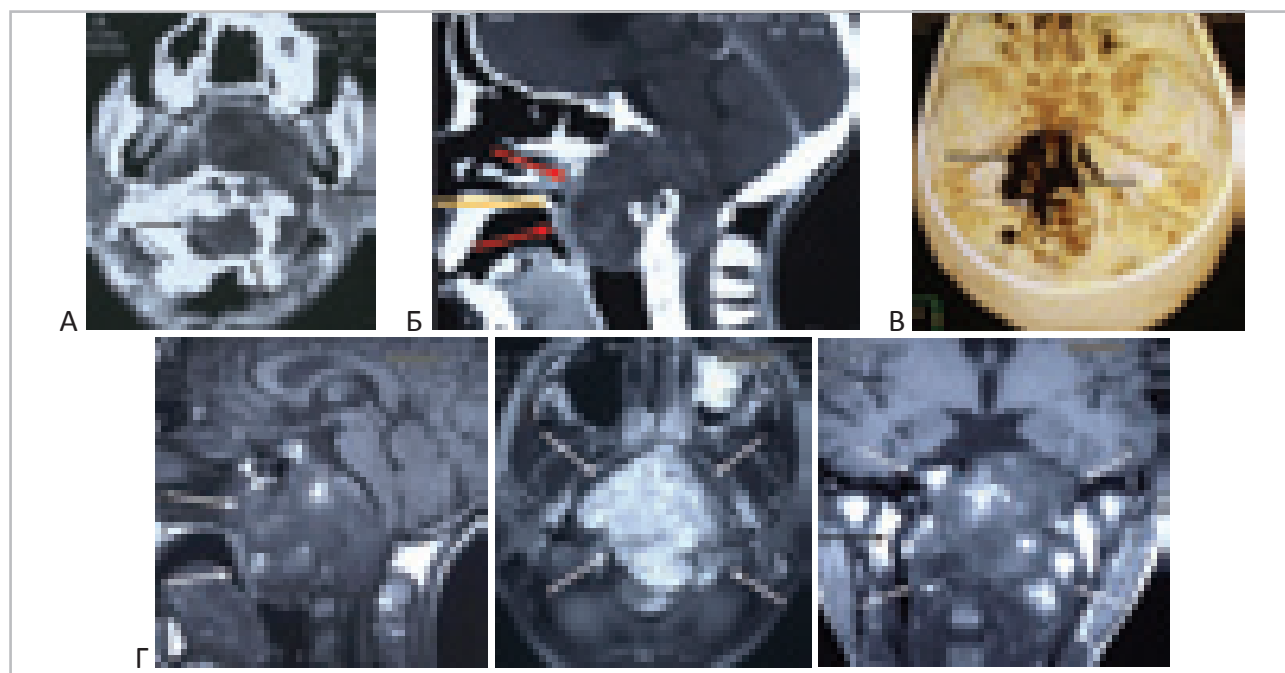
Гигантская хордома основания черепа (верхние, средние и нижние отделы ската черепа), распространяющаяся на C1-C2 позвонки и в носо-ротоглотку, нестабильность краниовертебрального сочленения. Сочетанное трансназальное и трансоральное удаление гигантской хордомы основания черепа, окципитоспондилодез. “А” – КТ до операции в сагиттальной и аксиальной проекциях. Опухоль разрушает все отделы ската черепа, C1 и C2 позвонки. Грубо сдавлен мост мозга, продолговатый и верхне-шейные отделы спинного мозга (чёрные стрелки). “Б” – Опухоль выбухает в носо- и ротоглотку. Жёлтая сплошная линия указывает на уровень твёрдого неба. Красные стрелки указывают направление доступов. “В” – спиральная КТ с трёхмерной реконструкцией. Больших размеров костный дефект основания черепа (стрелки). “Г” – МРТ (T1) до операции в сагиттальной, аксиальной и фронтальной проекциях. Грубо сдавлен мост мозга, продолговатый и верхне-шейные отделы спинного мозга. Опухоль выбухает в носо- и ротоглотку.
